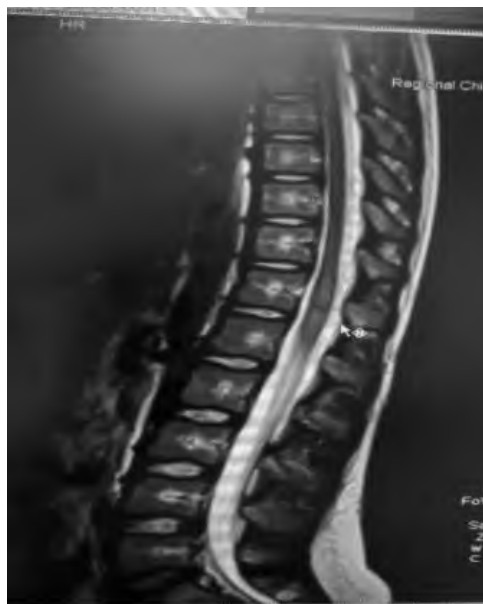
МРТ грудно-поясничного отдела позвоночника, пациентка Ж., 11 лет (18.10.2024)
